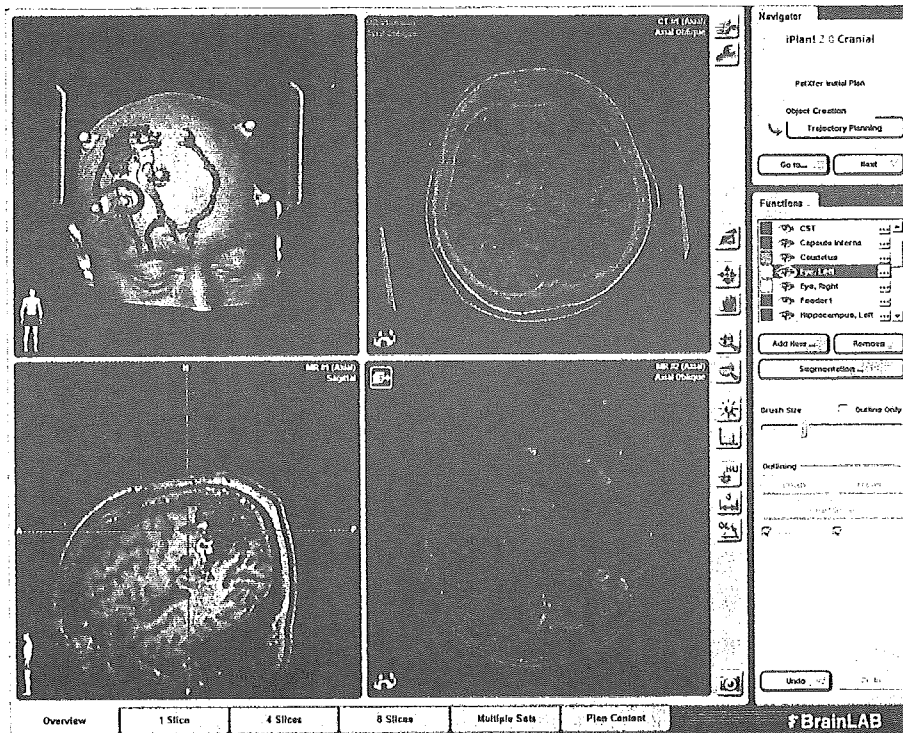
図4と同症例、錐体路をナビゲーター(BrainLAB社製VectorVision®)に取り込んだ際の像CTをテンプレートとしてMPRAGE画像、MRA元画像、錐体路とb0画像のfusion画像の合計4種類をcoregistrationしている。錐体路(緑)、AVM nidusおよびfeeder(赤)は閾値法を用いて半自動的にオブジェクトとして抽出される。本例ではtractographyの結果から全摘後も錐体路は温存されると判断し、術中MEPを用いずに全摘術を行った。術前にみられた左不全片麻痺(4/5)は、術後に悪化傾向を認めなかった。
